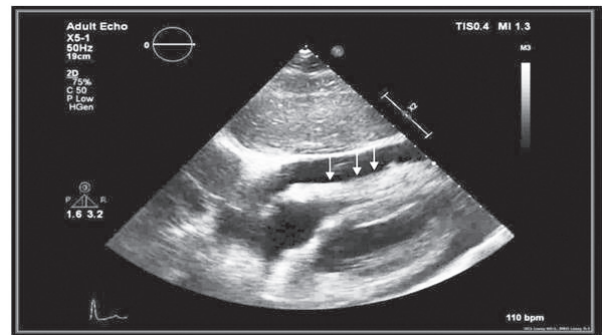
Ecocardiografia (efuzia pericardului)
